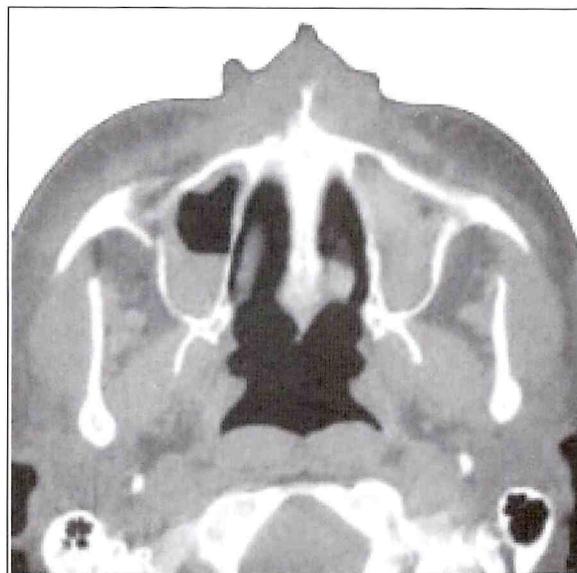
Aspecto axial da tomografia computadorizada inicial: imagem da fratura do osso zigomático direito com pequeno deslocamento, envolvendo o rebordo infra-orbitário e parede anterior e posterior de seio maxilar.
